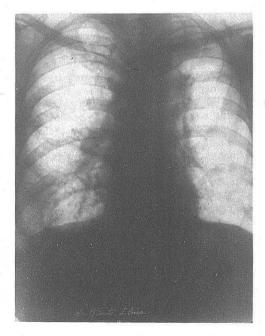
V. E. G. Tomografías posoperatorias. 29 noviembre 1968.
